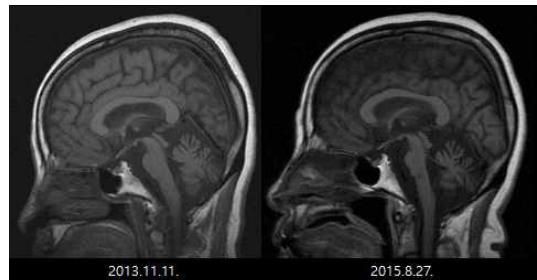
Brain MRI T2 flair sagittal view.
